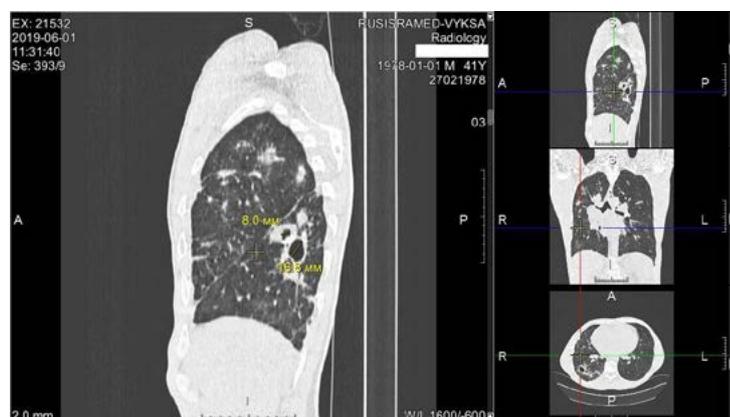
Мультиспиральная компьютерная томограмма органов грудной клетки. Снимки пациента от 01.06.2019: деструкция лёгочной паренхимы в нижней доле правого лёгкого
